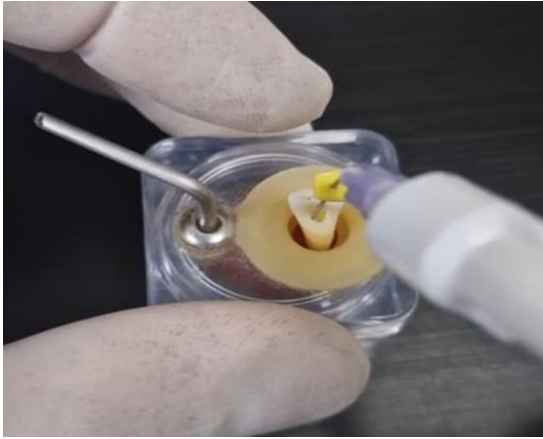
inserção do cimento Bio-C sealer no canal radicular com a agulha acoplada e o cursor amarelo determinando 2mm aquém do CT, em um incisivo inferior.
